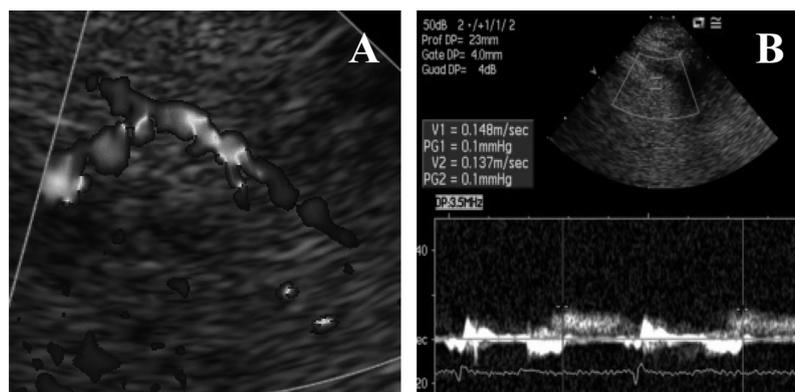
Esempio di arteria discendente anteriore visualizzata mediante ecocardiografia transtoracica color Doppler (A) e di flusso nella parte distale dell'arteria discendente anteriore mediante Doppler pulsato (B).
